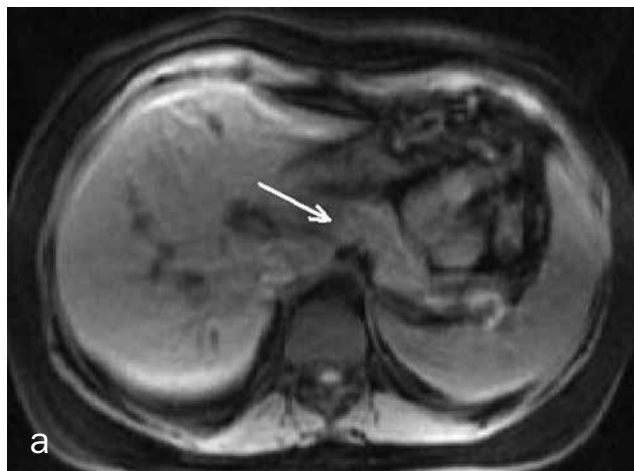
МРТ пациентки М., 57 лет, клинический диагноз: ХП. Направлена на обследование после приступа печеночной колики, с хронической болью в верхних отделах живота: а — T1-ВИ с подавлением сигнала от жира, ПЖ имеет нормальные размеры, достаточно четкие контуры, в области перешейка и головки ПЖ отмечается локальное снижение сигнала без четких границ (стрелка); б — HASTE T2-ВИ в корональной плоскости, виден нерасширенный ГПП без боковых ответвлений (стрелки).
